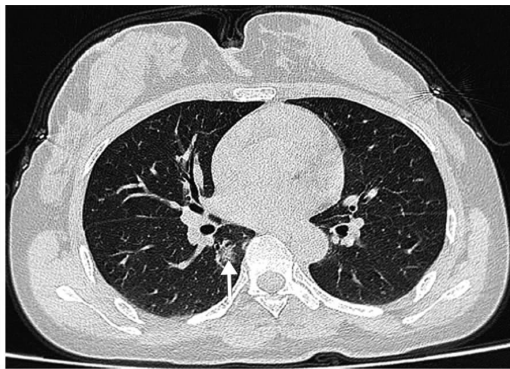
患者,女,45岁,其丈夫为 COVID-19 确诊患者,咽拭子 SARS-CoV-2 核酸检测阳性 4 h 后行胸部 CT 检查,患者无明显不适,右肺下叶内基底段小片状影(箭头所示)
